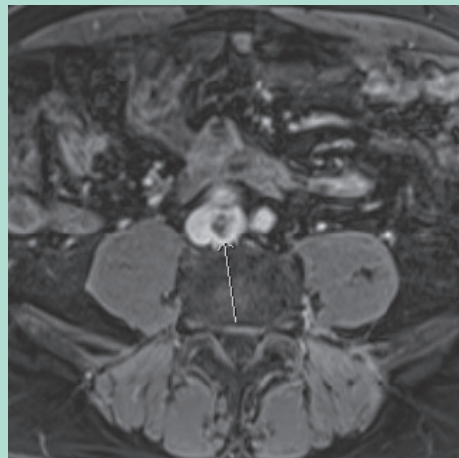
Thrombus de la veine cave inférieure en IRM.
